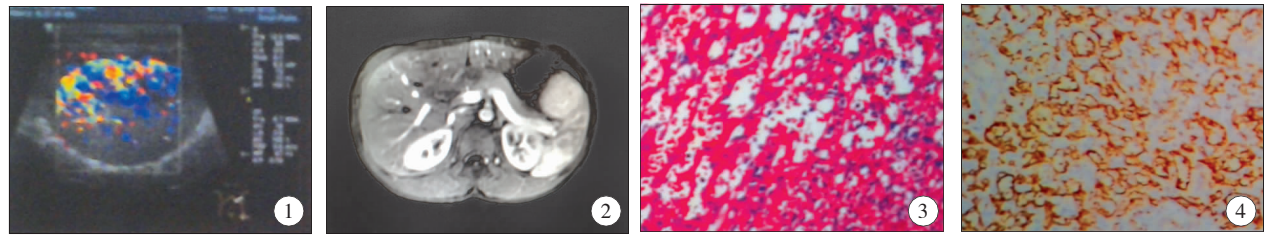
彩超下脾脏血管瘤;图 2 脾脏 MRI 箭头所指脾脏下极血管瘤;图 3 脾脏血管瘤 HE 染色 × 100;图 4 脾脏血管瘤免疫组化染色 × 100
